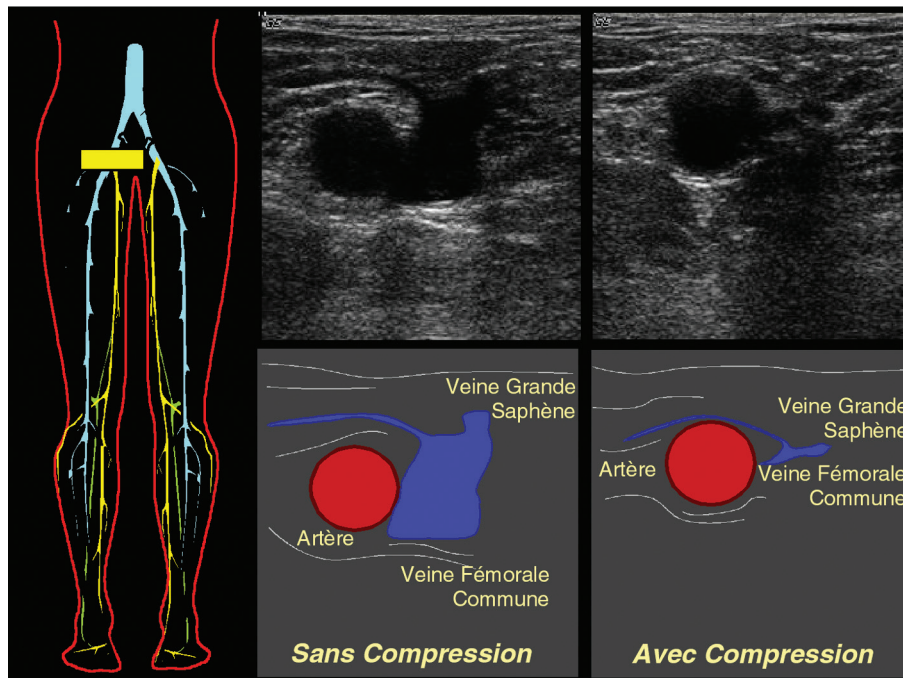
Test de compression de la veine fémorale commune, en coupe transversale. Une pression modérée sur la sonde d'échographie permet de collaber la veine sans écraser l'artère voisine, démontrant l'absence de thrombose veineuse.
